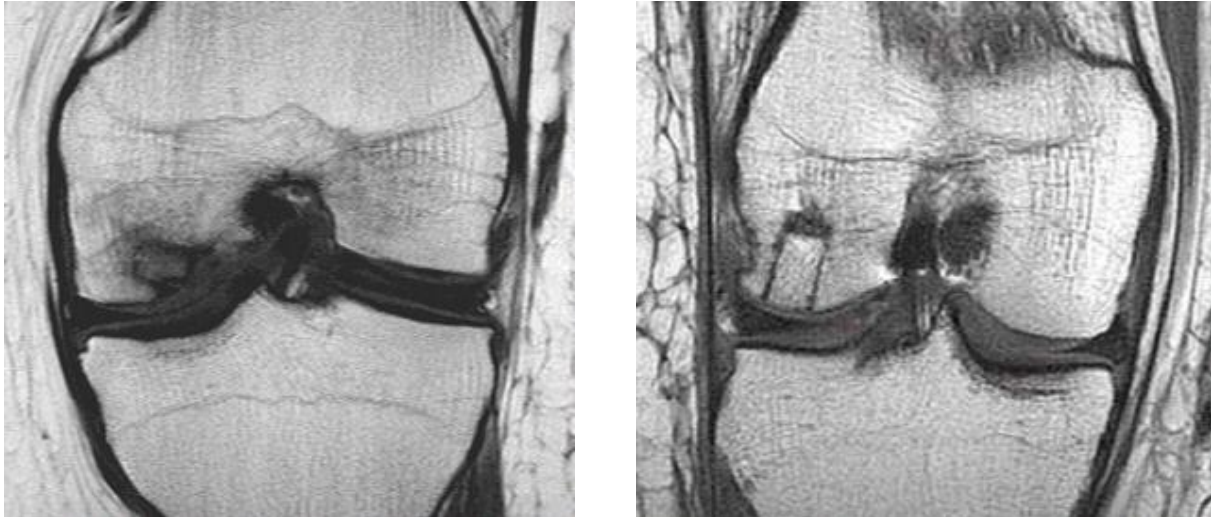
links: MRT: deutlicher Knorpeldefekt medialer Femurcondylus (Boeckh & Nikolic, 2016).
